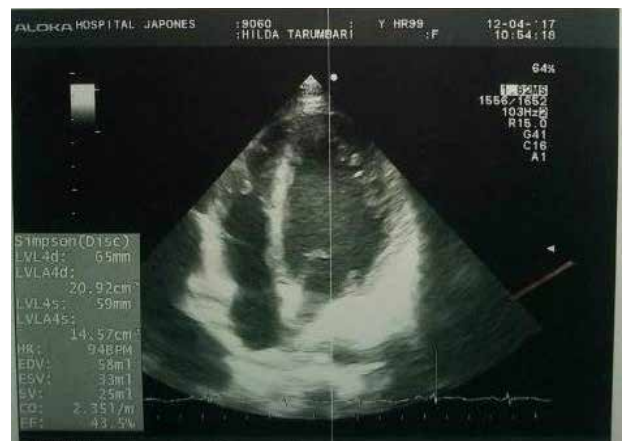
El ecocardiograma señala ventrículo izquierdo de parámetros conservados, esferoidal, (remodelado), hipoquinesia parietal global moderada, función sistólica disminuida, fracción de eyección de 4,35 por Simpson.
